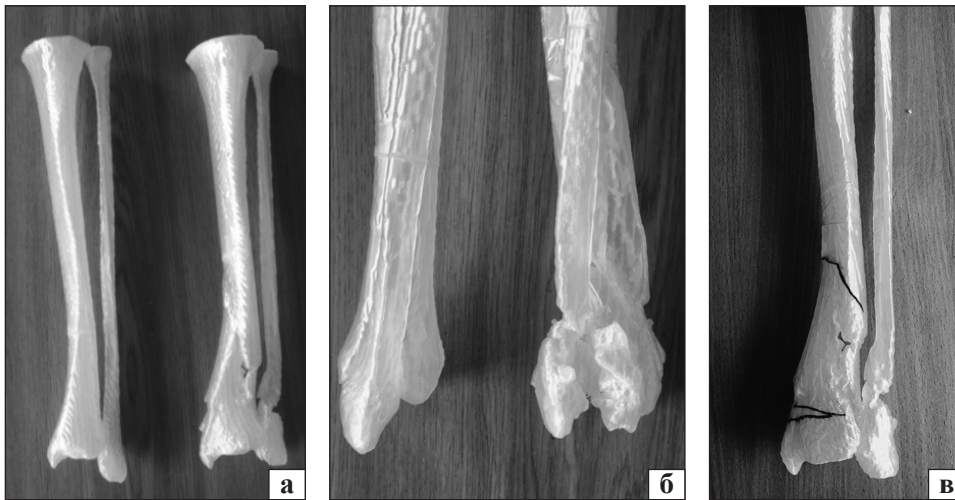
Моделі деформованої кінцівки, виготовлені з використанням 3D-друку на підставі КТ-сканів хворого Ш., 28 років: порівняння зі дзеркальним відображенням інтактної кінцівки — фронтальна (а) та сагітальна (б) проєкції; планування виконання коригувальних остеотомій, лінії яких помічено маркером (в)
